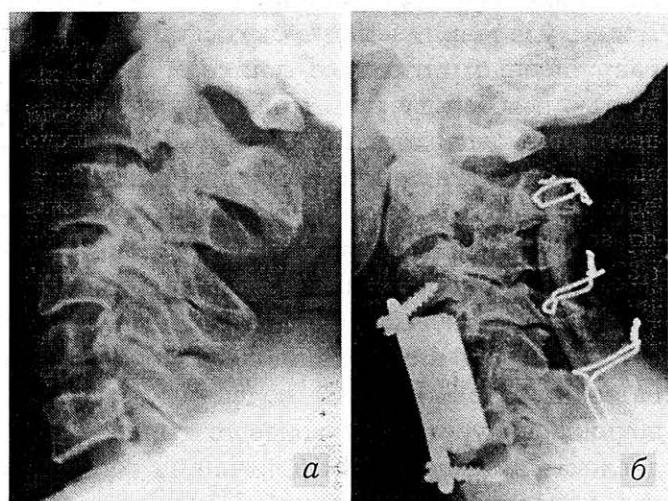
Рентгенограммы больного С. с метастазом рака легкого в С5 позвонке: а — до операции; б — после спондилэктомии С4—5 позвонков со стабилизацией переднего отдела позвоночника протезом из пористого никелида титана, заднего — путем спондилодеза аутотранспланатами.
